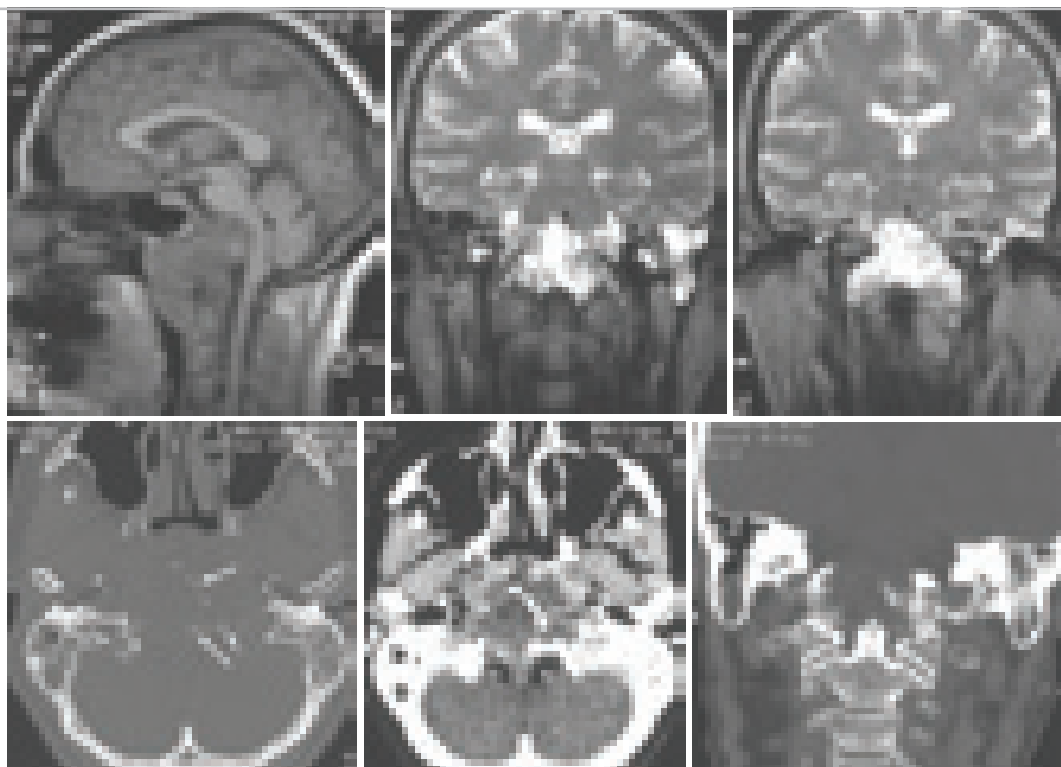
МРТ и СКТ больной с хордомой ската и краниовертебрального перехода. Опухоль разрушает скат на всём его протяжении, вызывает сдавление ствола мозга, растёт экстракраниально в носо- и ротоглотку. Несмотря на большие размеры, не вызывает обструктивной гидроцефалии. В структуре опухоли определяются небольшие кальцификаты (стрелки).
